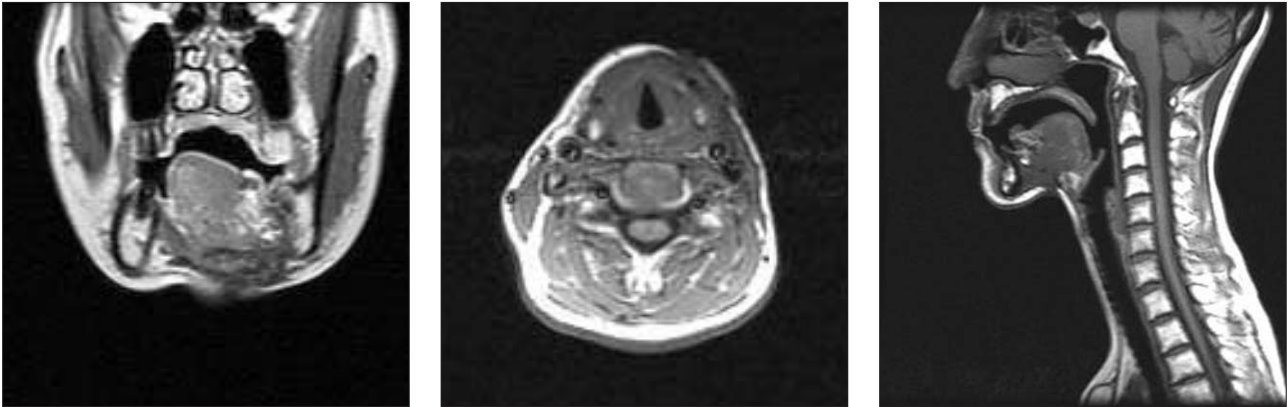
MRI(post-treatment 30 months) showed no visible tumor mass.
